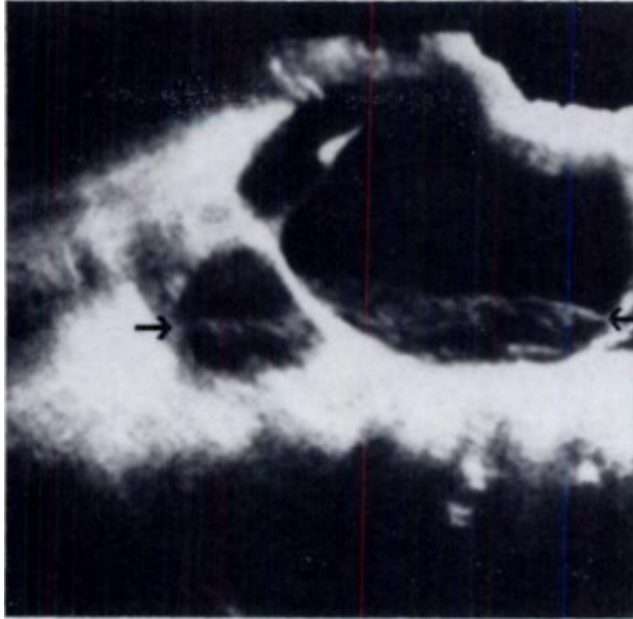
Patient décubitus dorsal, échographie coupe transversale d'un rein pyonéphrotique type 2 selon Coleman montrant un niveau débris-liquide. (74)
